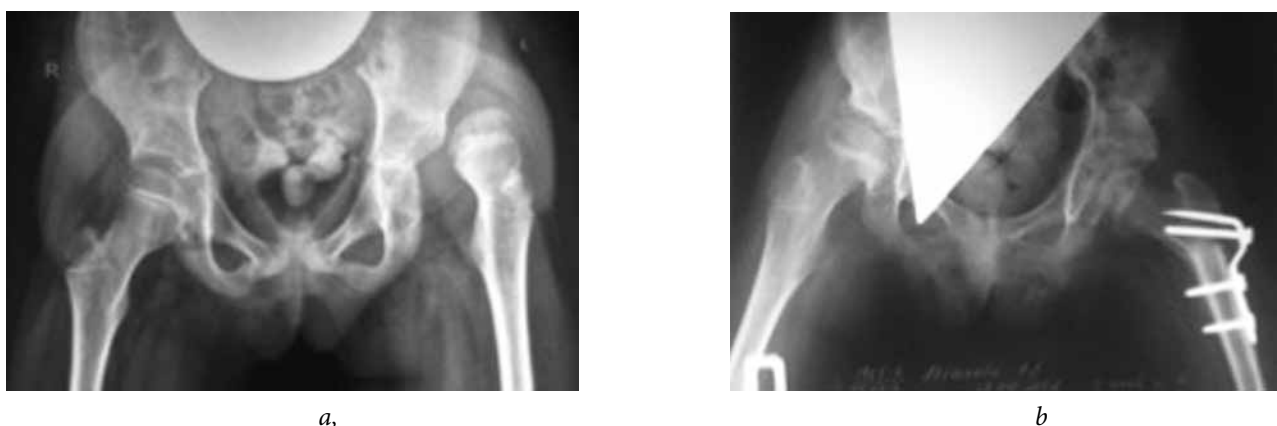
Рентгенограммы тазобедренных суставов пациента А., 8 лет. Диагноз: «Последствие спинномозговой грыжи. Паралитический вывих бедра слева»: *a* — до операции; *b* — через 5 мес. после хирургического вмешательства
